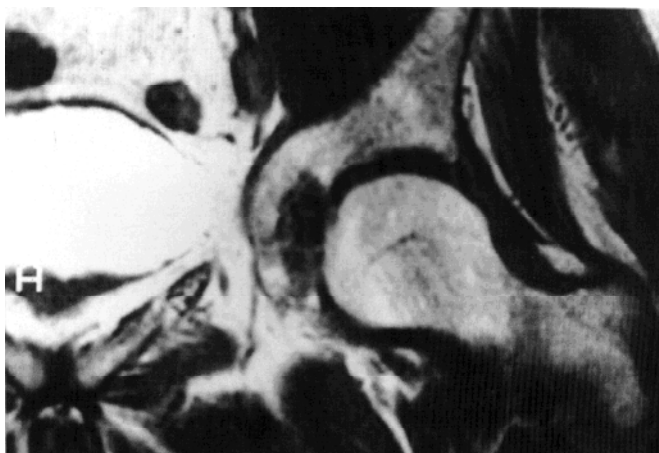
Ressonância magnética: imagem ao nível da fôvea
